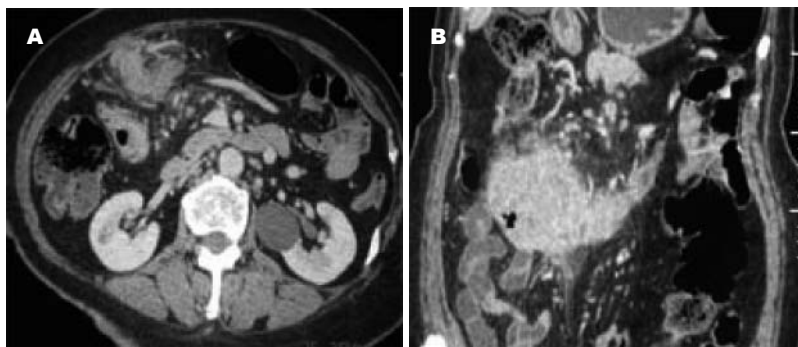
横结肠癌淋巴结转移,血管根部多个大小不等淋巴结,部分呈簇状,增强后CT值为82 Hu。A: 轴位原始图像; B: 冠状位MPR重组图像。
